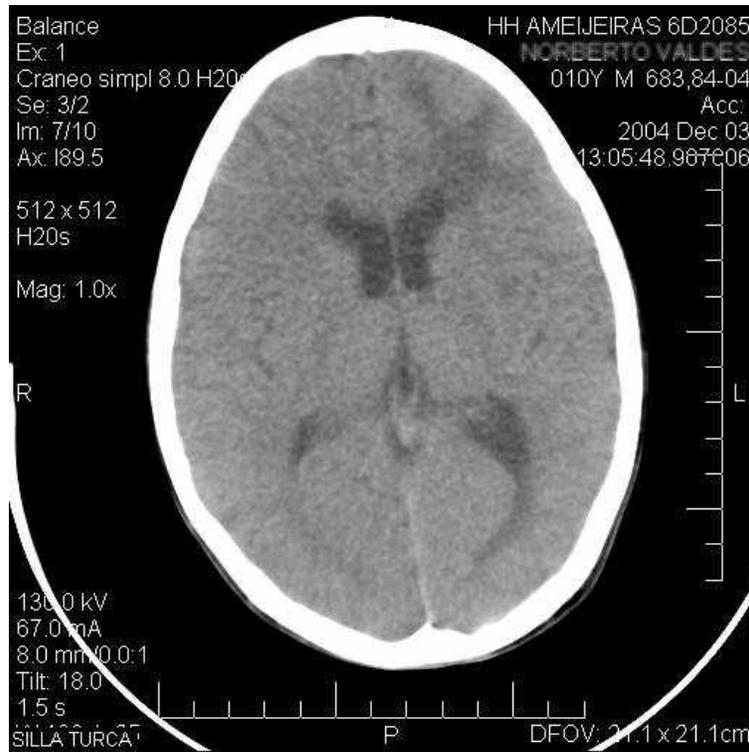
La TAC muestra un patrón de edema focalizado en región frontal anterior izquierda, que no se modificó en 6 meses de evolución. Esta típica imagen en «dedos de guante» que acompaña al edema cerebral no produce efecto de masa ni desplaza o se proyecta sobre el asta frontal del sistema ventricular.
